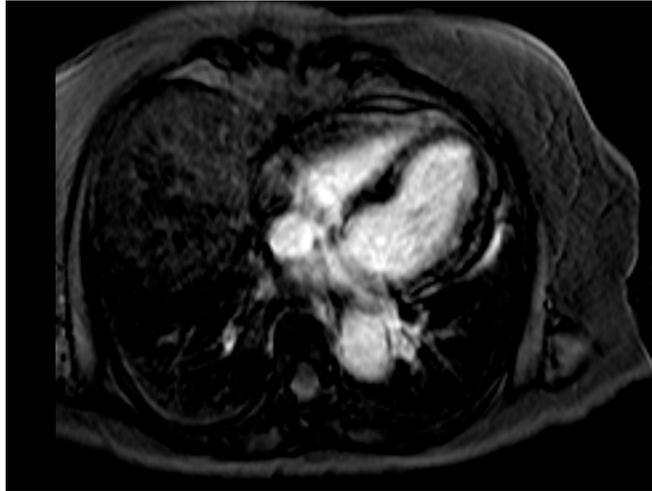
Ressonância magnética cardíaca com focos subepicárdicos de edema e de realce tardio do miocárdio no ventrículo esquerdo.
